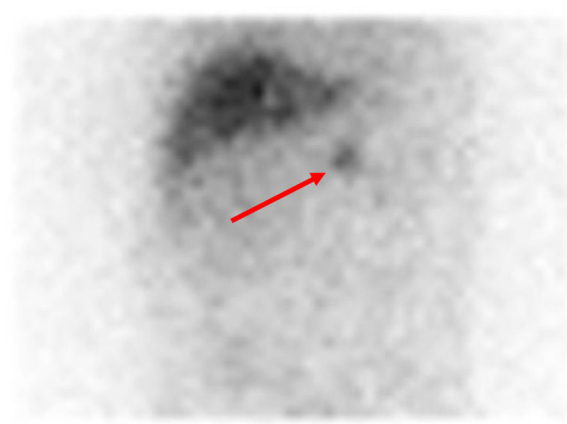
La gammagrafía con metayodobencilguanidina (MIBG) informó de un foco de hipercaptación (flecha azul) del trazador, que en las imágenes de SPECT/TC asentaba sobre una masa retroperitoneal preaórtica, compatible con paraganglioma extraadrenal. Captación fisiológica a nivel de glándulas salivares, tiroides e hígado.
